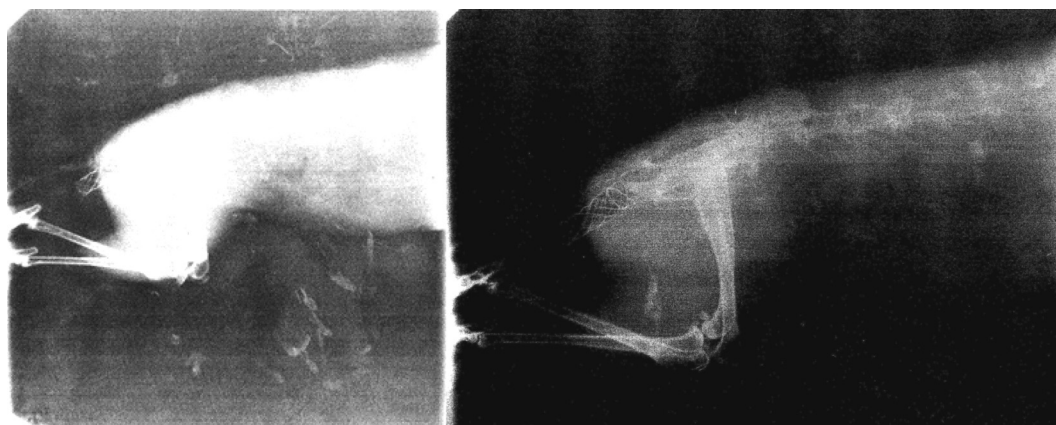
Обзорная рентгенограмма тела кролика в боковой проекции после установки стента
